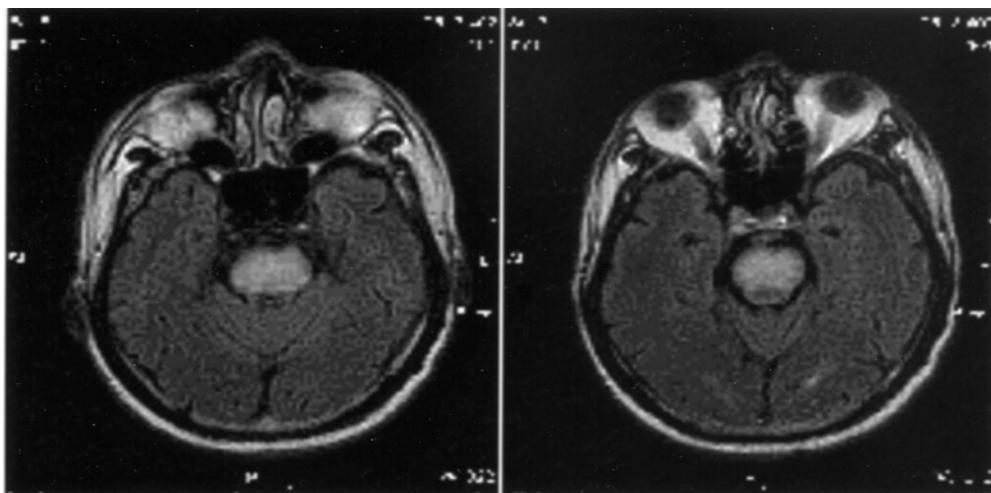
腦部磁振造影(axial view of FLAIR images)顯示橋腦有高度訊號的病灶區(2003.11)
